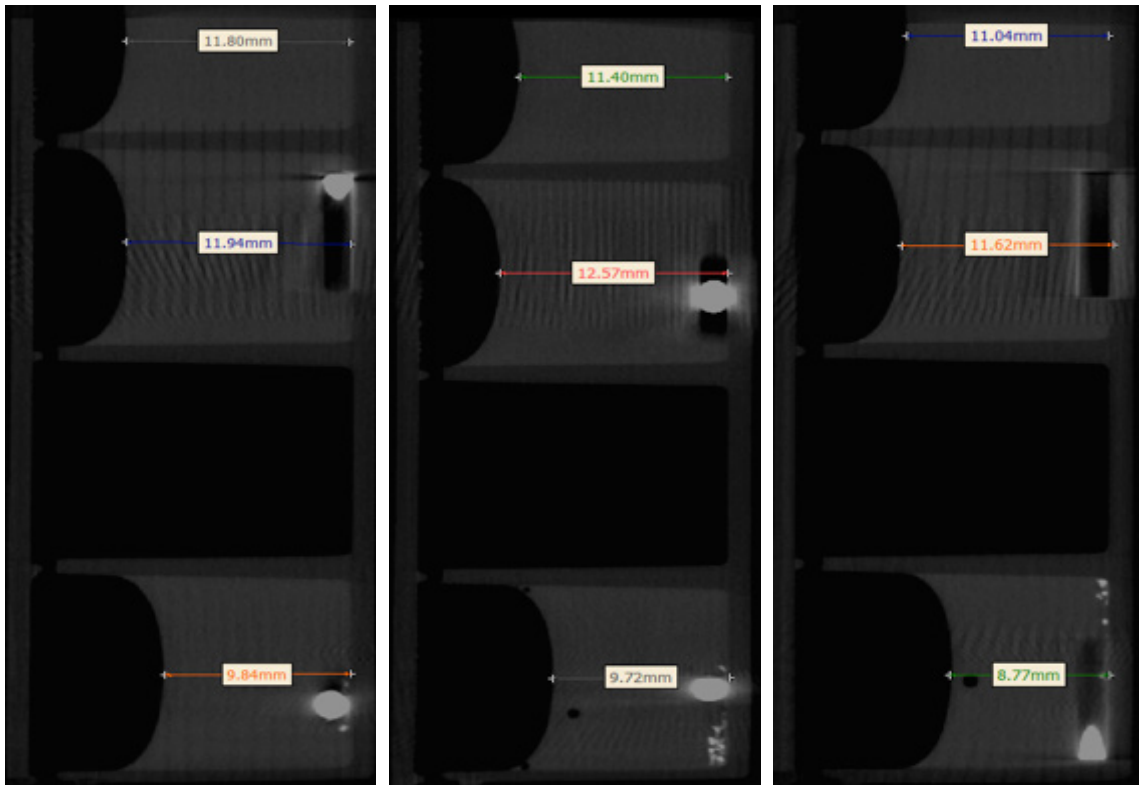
Das μ CT-Schnittbild an Tag 13 zeigt einen Höhenvergleich der 3D Gele mit diff. hMSCs mit Mg-Implantat (unten), Ti-Implantat (Mitte) und einem implantatfreien Gel (oben); DonorInnen 4, 5, 6 (von li. nach re.) – Passage 3
